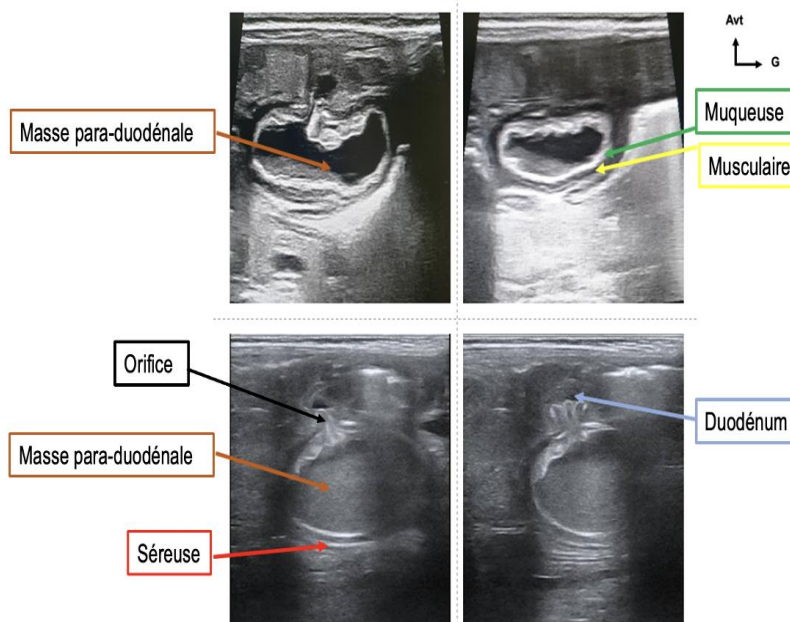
Échographie abdominale : Coupes transversales, montrant une masse para-duodénale (→) à contenu échogène et à paroi pluristratifiée faite d'une muqueuse (→), d'une musculature (→) et d'une séreuse (→) communiquant avec le duodénum via un orifice (→) tapissé d'une muqueuse, en rapport avec une duplication duodénale communicante.
